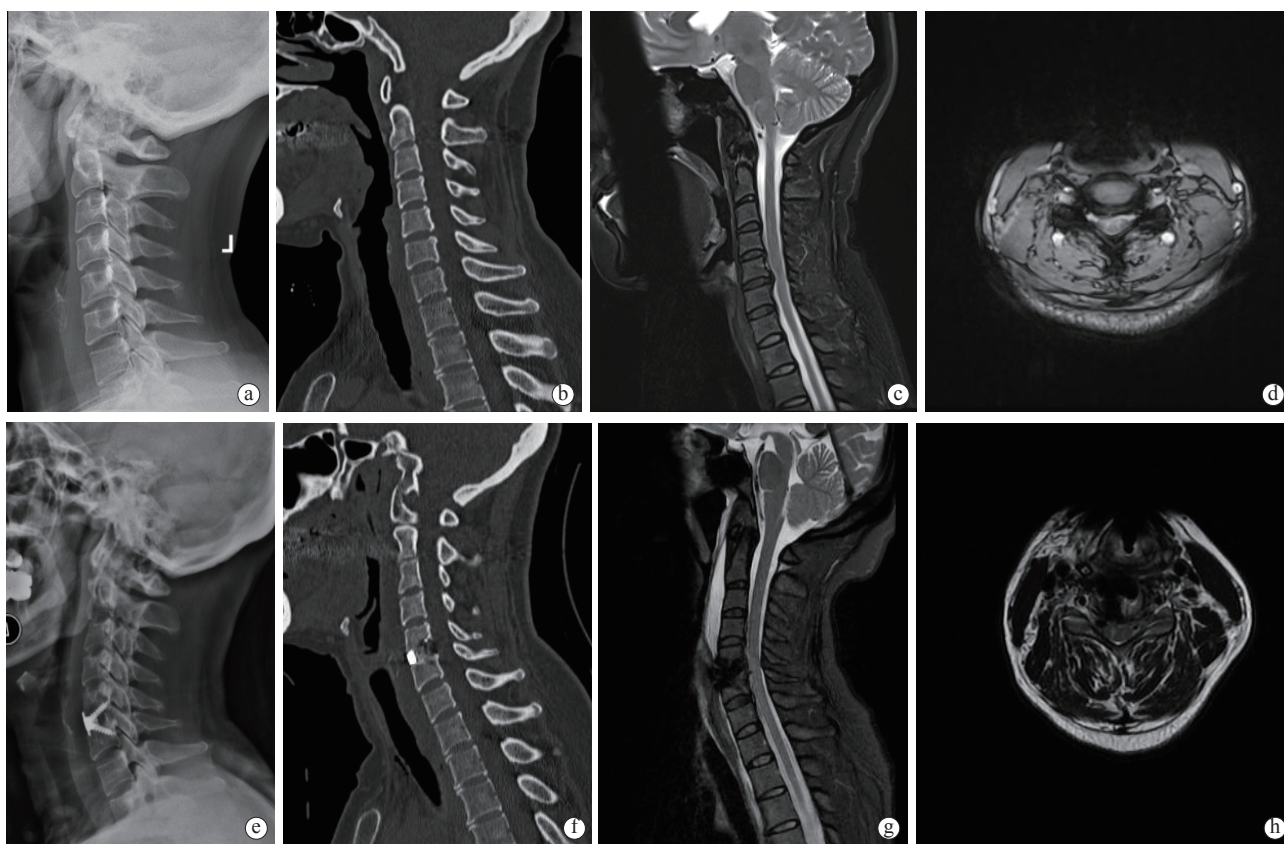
女性患者, 48岁, 因左上肢疼痛乏力5月余入院, 颈椎X线摄片、CT、MRI图像提示脊髓型颈椎病(C<sub>5</sub>/C<sub>6</sub>), 行C<sub>5</sub>/C<sub>6</sub> ACDF手术(颈前路颈椎零切迹椎间融合器)后, 颈椎X线摄片、CT、MRI图像示椎管减压椎间植骨融合固定满意 a~d. 为术前影像学资料, e~h. 为术后影像学资料
